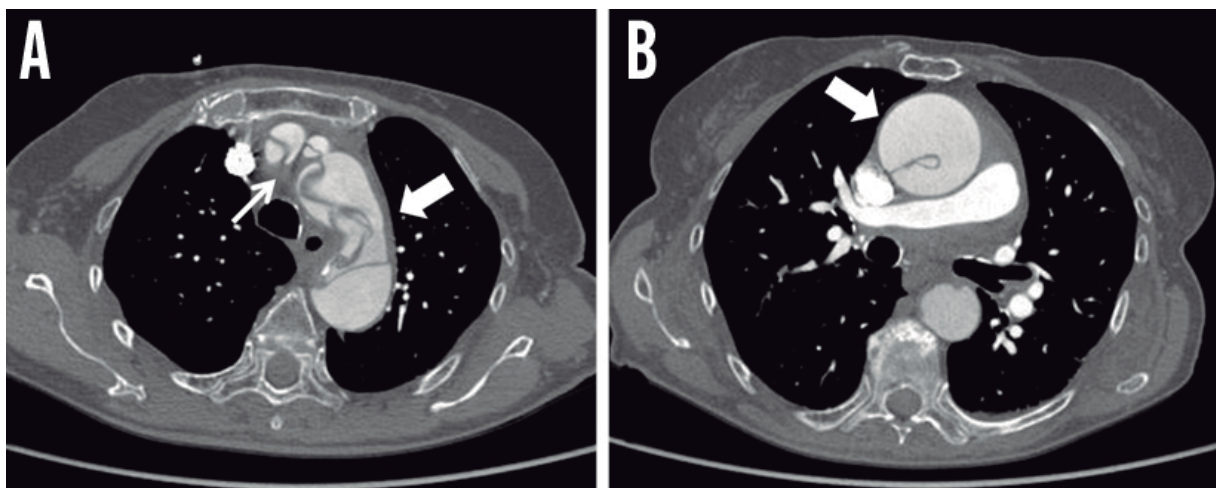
Paciente com arterite de células gigantes e dor torácica aguda. A angiotomografia apresenta espessamento parietal e dissecção no arco aórtico com extensão às artérias supra-aórticas (A). A aorta está ascendente está aumentada de calibre e também apresenta dissecção (B).
